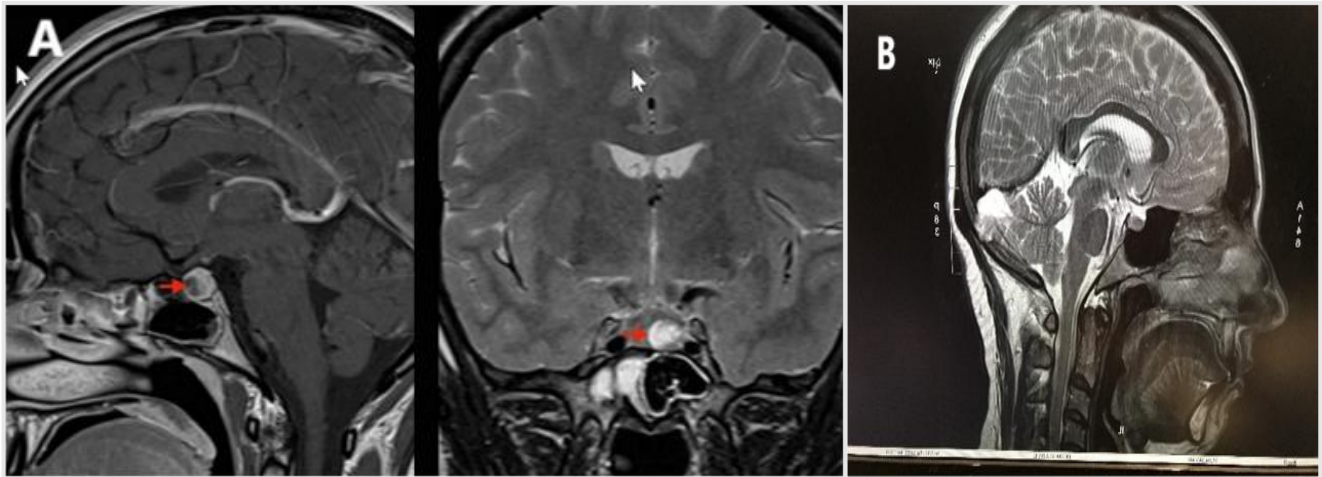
A : Microadénome de la glande pituitaire. Les images IRM montrent une tumeur plus petite sur l'hypophyse, un microadénome dont le diamètre est inférieur à 1 cm B : Hypophyse normal.(Ciric, Mikhael, 1983) .
